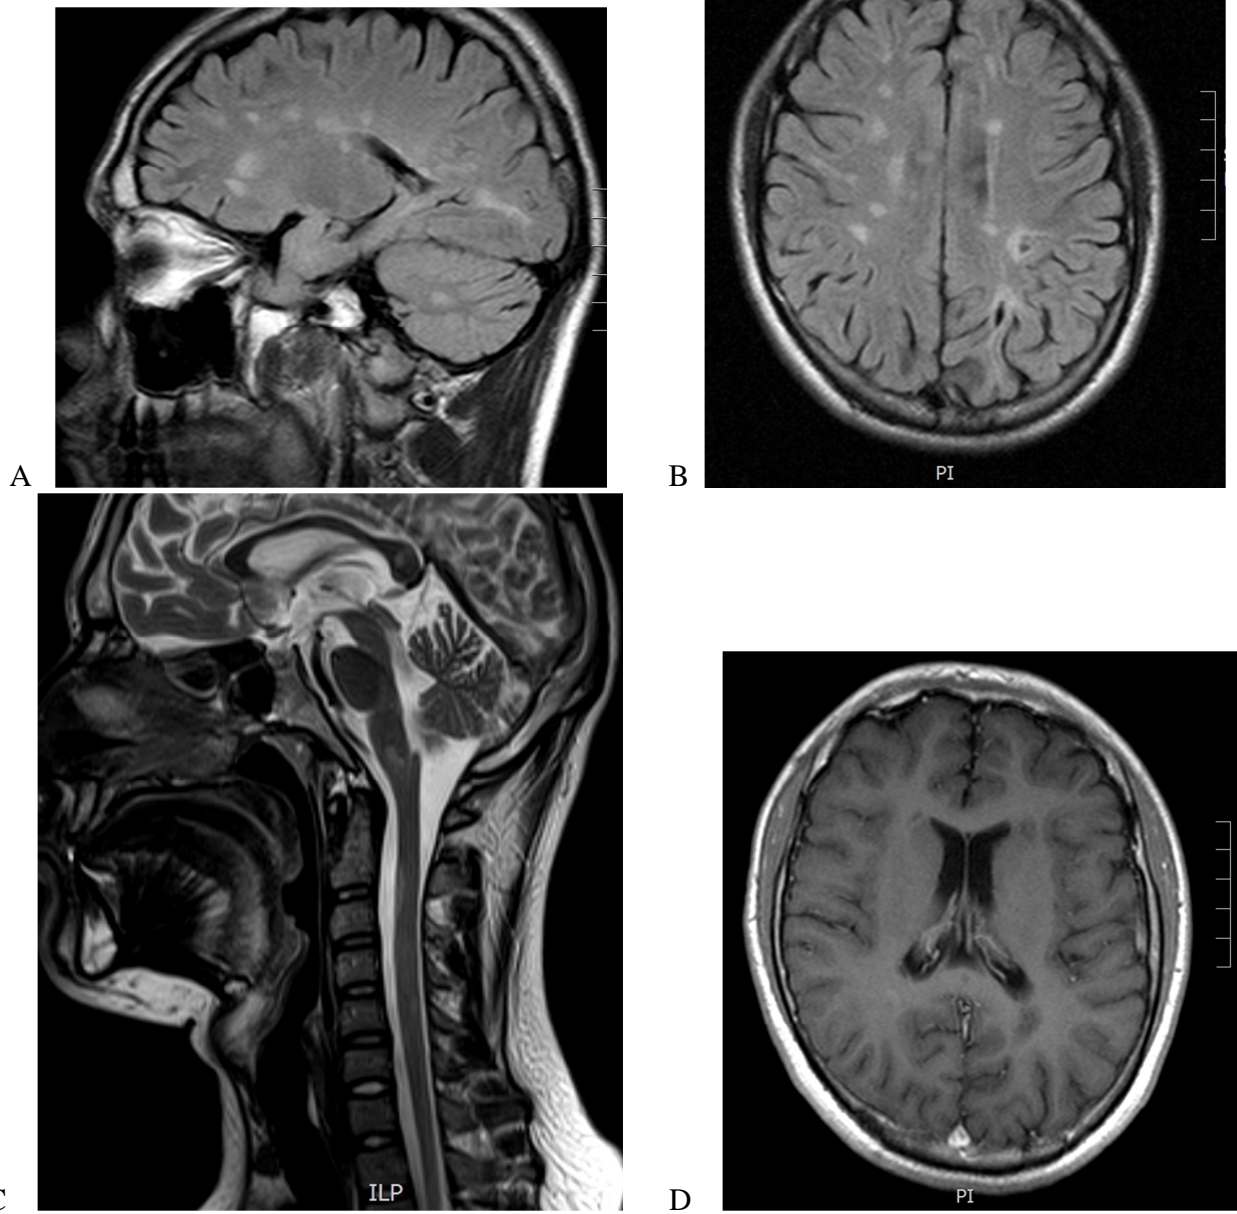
IRM del caso 1 previo al inicio de tratamiento de inducción con MTX. Se observan múltiples lesiones desmielinizantes en FLAIR supratentoriales (A y B) e infratentoriales en T2 (C). Ninguna con reforzamiento con medio de contraste (C).
